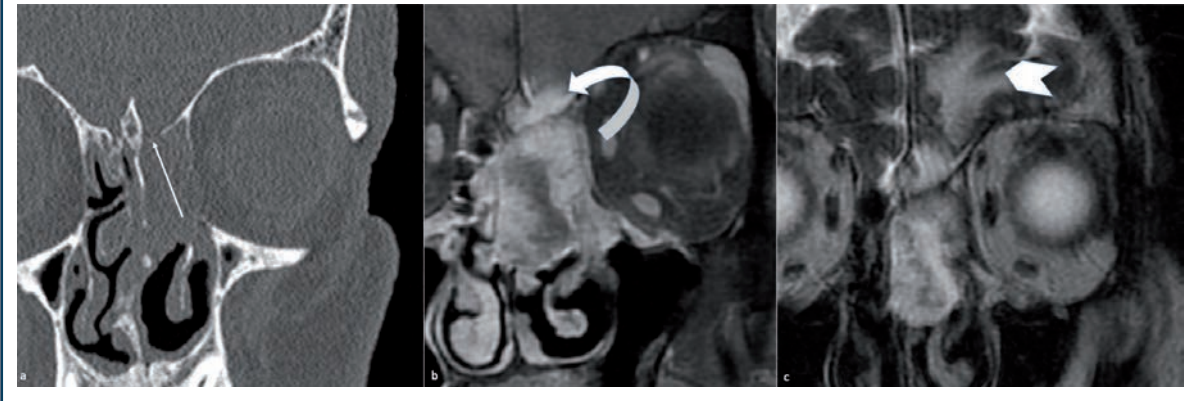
Adénocarcinome ethmoïdal gauche avec envahissement méningé. En (a), notez l'ostéolyse de la partie antérieure de la lame criblée en scanner (flèche), en (b) l'envahissement méningé nodulaire (flèche courbe) en IRM en T1 après injection et saturation du signal de la graisse et en T2 (c) l'important œdème (tête de flèche) sans envahissement parenchymateux.
